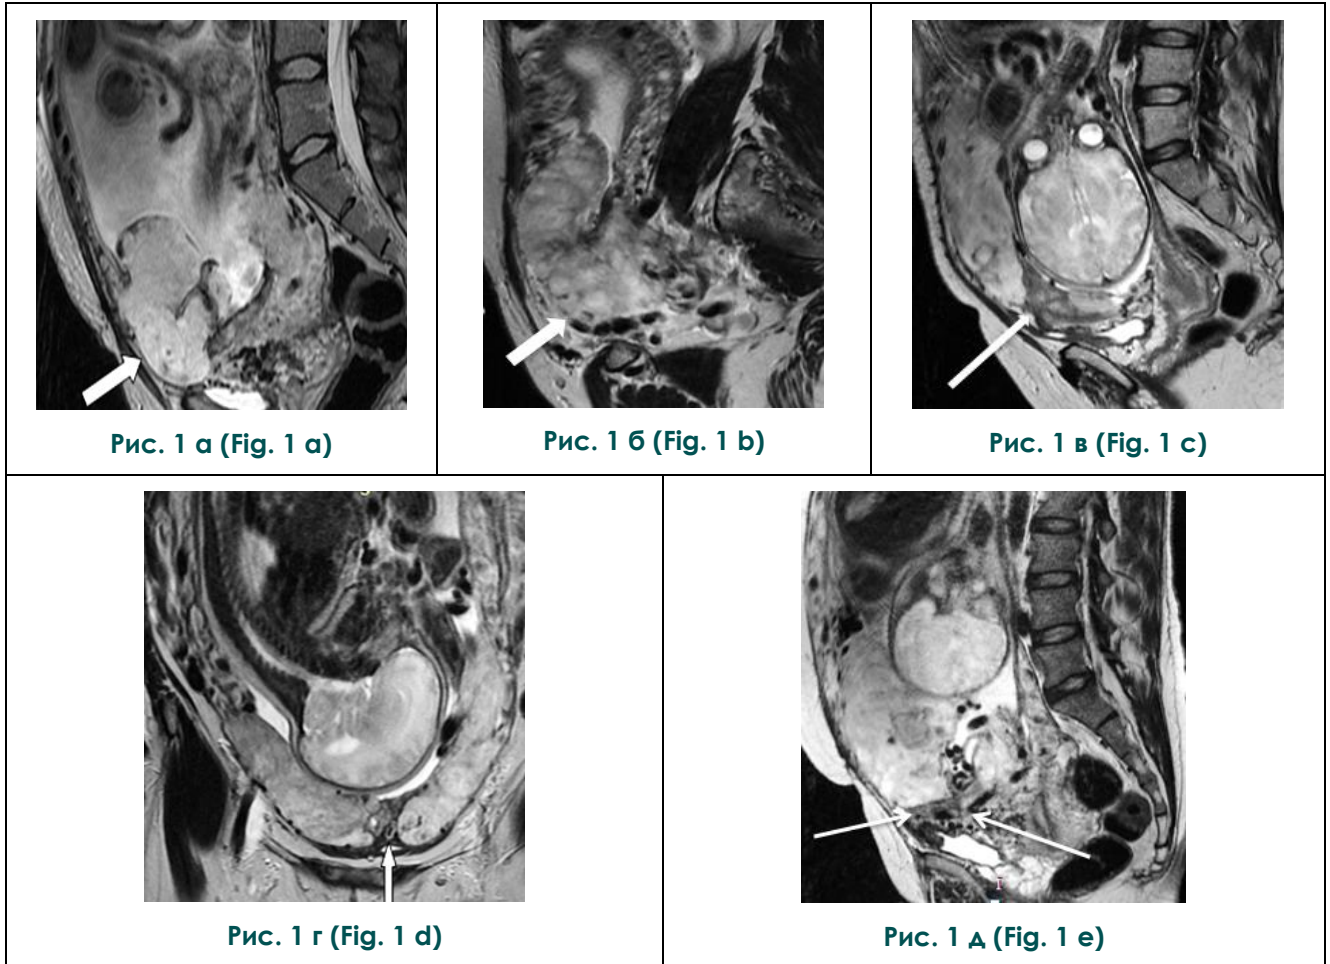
МРТ T2-ВИ в сагиттальной, корональной плоскостях. Основные критерии врастания плаценты соответственно системе МАPI-RADS.
